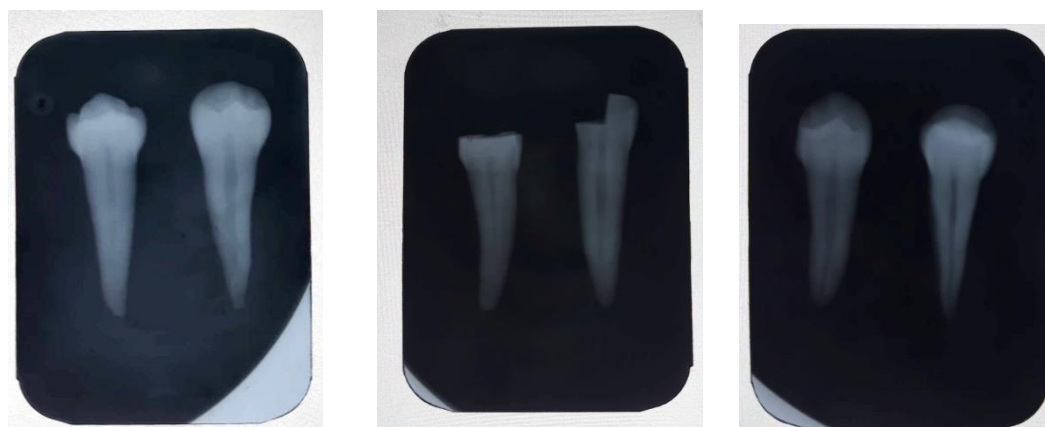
Radiografía periapical inicial
